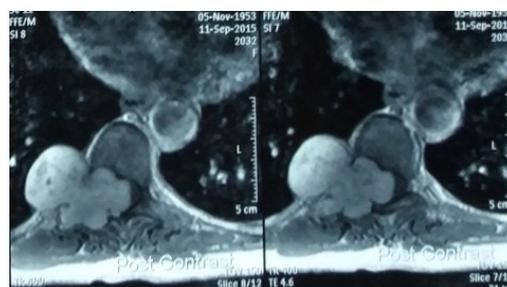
МРТ снимок больной С. Корональная проекция. опухоль тампонирует спинномозговой канал
